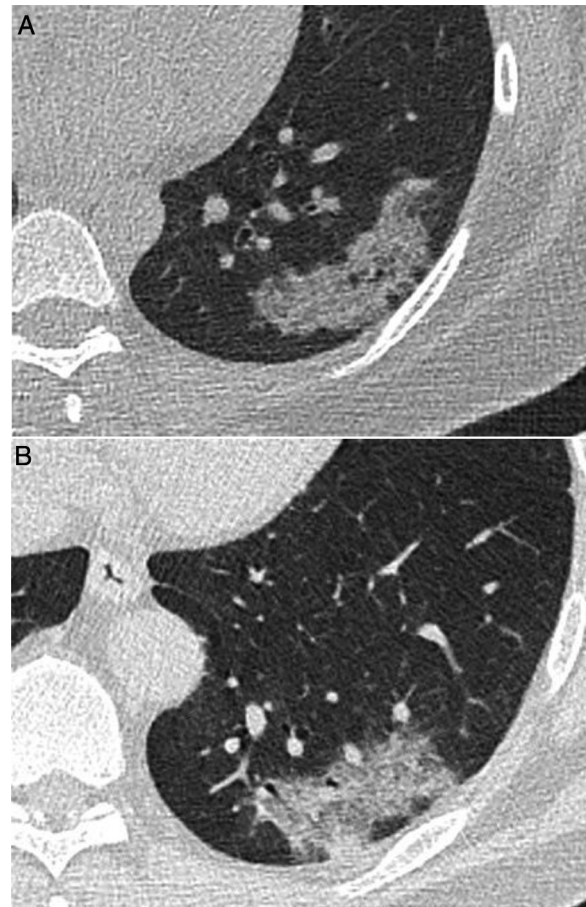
Imágenes de tomografía computarizada (TC) correspondientes a 2 pacientes con lesiones de apariencia radiológica similar: A) Mujer de 40 años con esclerosis sistémica limitada y tos, con consolidación pulmonar persistente en lóbulo inferior izquierdo durante más de 9 meses y diagnóstico anatomopatológico concordante con pseudotumor inflamatorio. B) Varón de 52 años que acude durante las fechas de la pandemia de COVID-19 con fiebre elevada persistente y disnea de 4 días de evolución. Debido a la persistencia de los síntomas tras una PCR negativa, se realiza una TC que mostró una consolidación de apariencia similar a imagen A, finalmente diagnosticada de neumonía por SARS-CoV-2 tras confirmación por una nueva PCR.
